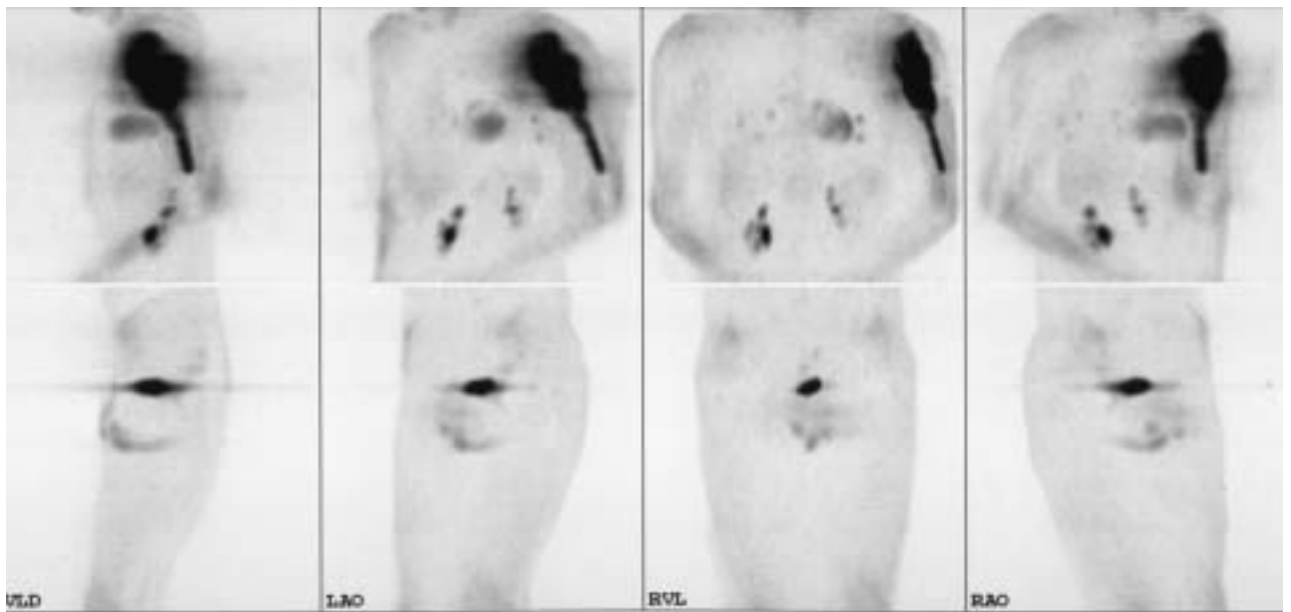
F-18-FDG-GK-Untersuchung bei einem 17-jährigen Patienten mit Verdacht auf malignen Tumor li. prox. Humerus. Man sieht hier intensiv gesteigerte FDG-Aufnahme im Bereich des Primärtumors (prox. zwei Drittel li. Humerus). Li. pulmonal zeigen sich dorsal, pleuranah auf Höhe des Herzens gelegene zwei fokale Mehrbelegungen. Drei Herde im Bereich des dorsalen Lungenmittelfeldes re., zwei Herde im anterioren re. Lungenoberfeld. Die PET-Diagnose des Primärtumors li. Oberarm (Osteosarkom) und einer multiplen pulmon. Metastasierung wurde durch andere Verfahren bestätigt.
